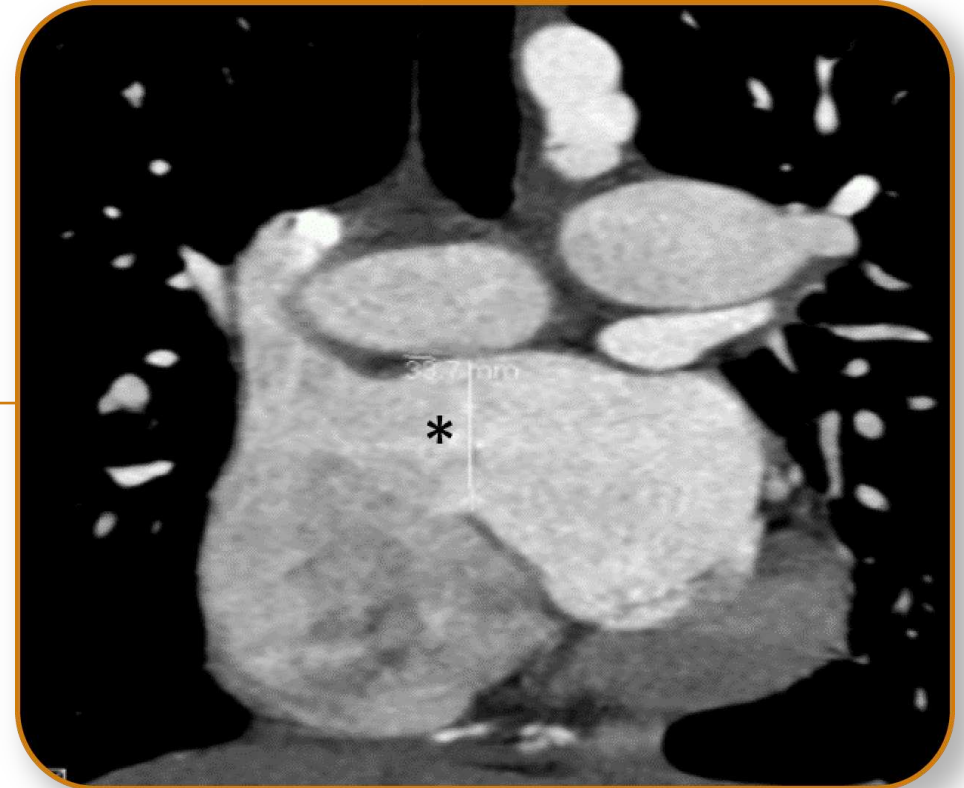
CIA tipo seno venoso: TC cardíaca en plano coronal muestra defecto interauricular de 3.3 cm en su aspecto superior junto a la desembocadura de la vena cava superior (asterisco).
